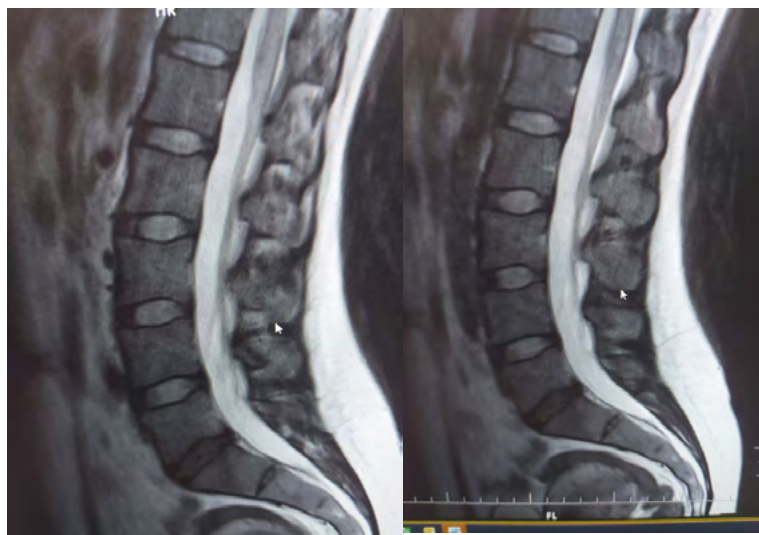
МР-томограммы пациентки Л. от октября 2021 г. Патологии не выявлено (признаки остеохондроза позвоночника).
